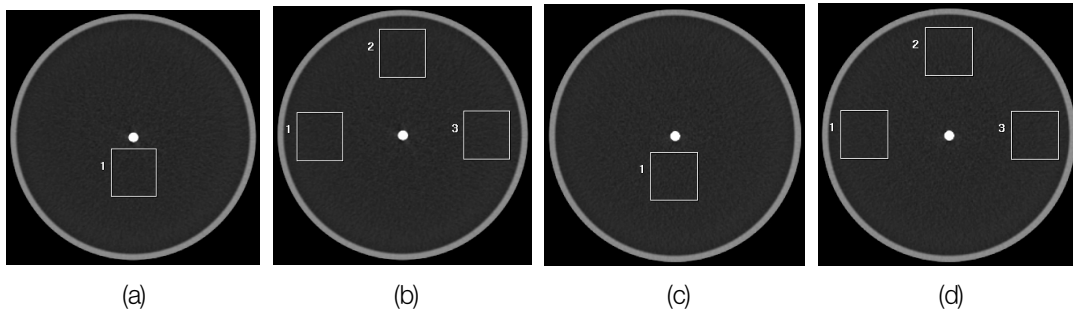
The image of CT number and Noise measurement
